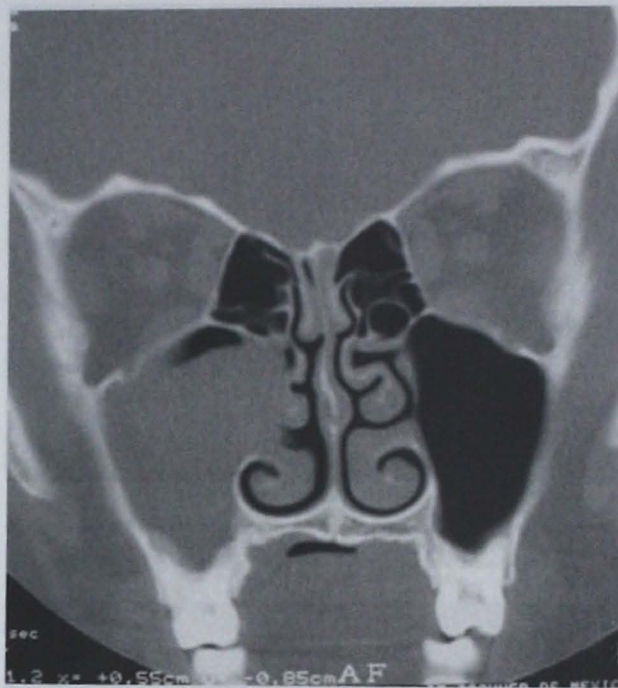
Tomografía computarizada de nariz, en cortes coronales, en la que se muestra el seno maxilar derecho ocupado casi en su totalidad por masa con densidad de tejidos blandos.
